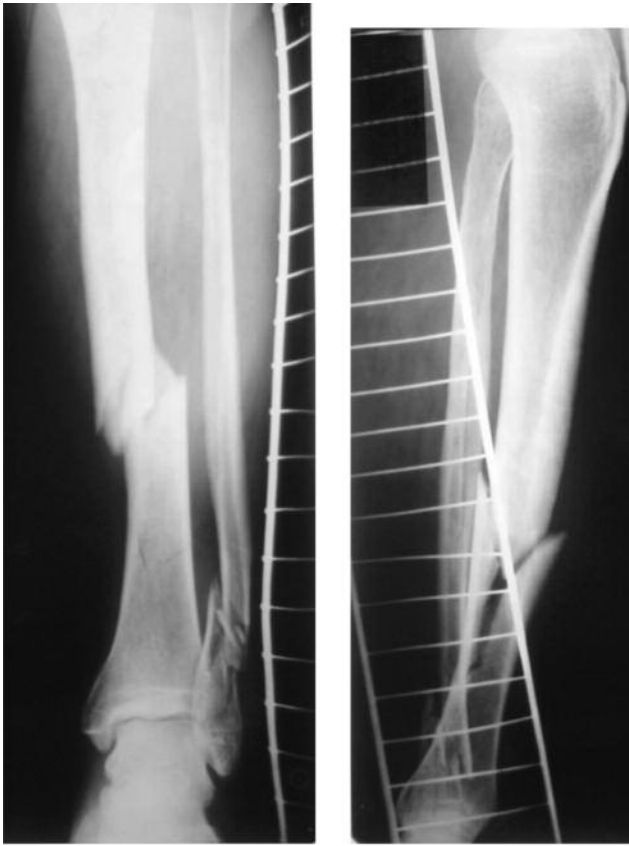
На рентгенограмах лівої гомілки пац. 27 років у прямій і бічній проекціях визначається осколковий перелом на межі середньої і дистальної третини діафіза великогомілкової кістки й осколковий перелом дистальної третини діафіза малоомілкової кістки
